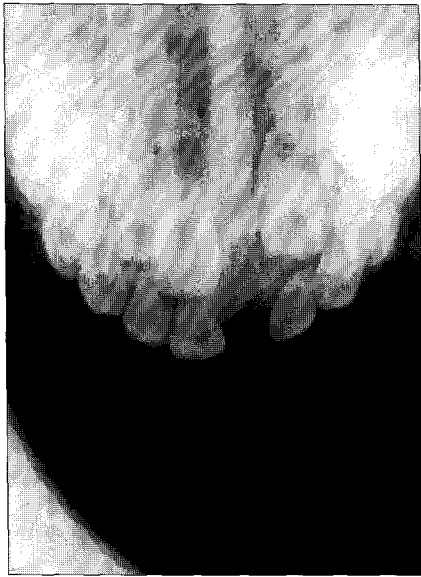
Occlusal radiograph 1 year after enucleation demonstrating a no evidence of disease.
